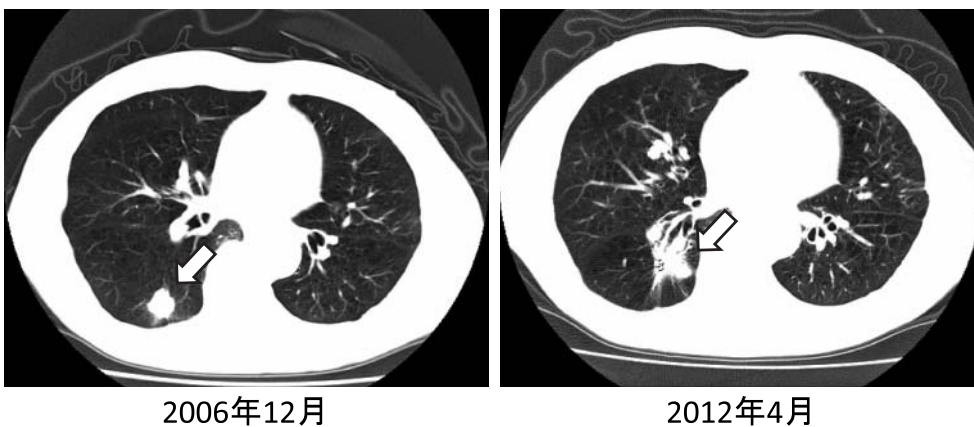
2007年1月に48Gy/4回で治療したT1N0M0非小細胞肺癌症例の体幹部定位放射線治療前後のCT。放射線肺臓炎が病変周囲に局限して出現することが分かる。2012年4月CTでアーチファクトを引いているものは、動体追跡照射時に使用した金マーカーである。
